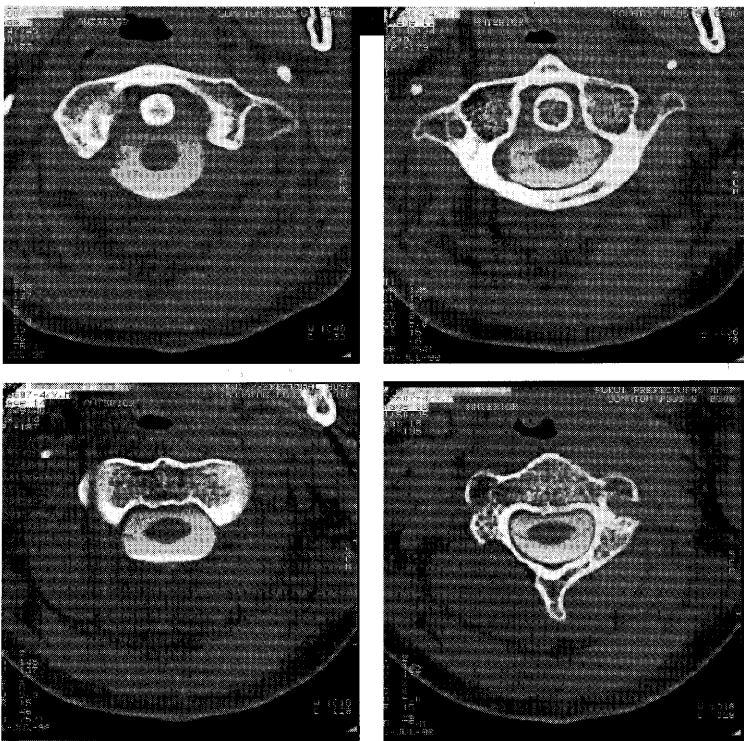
CT myelography after the operation : No leakage of contrast medium was seen.
